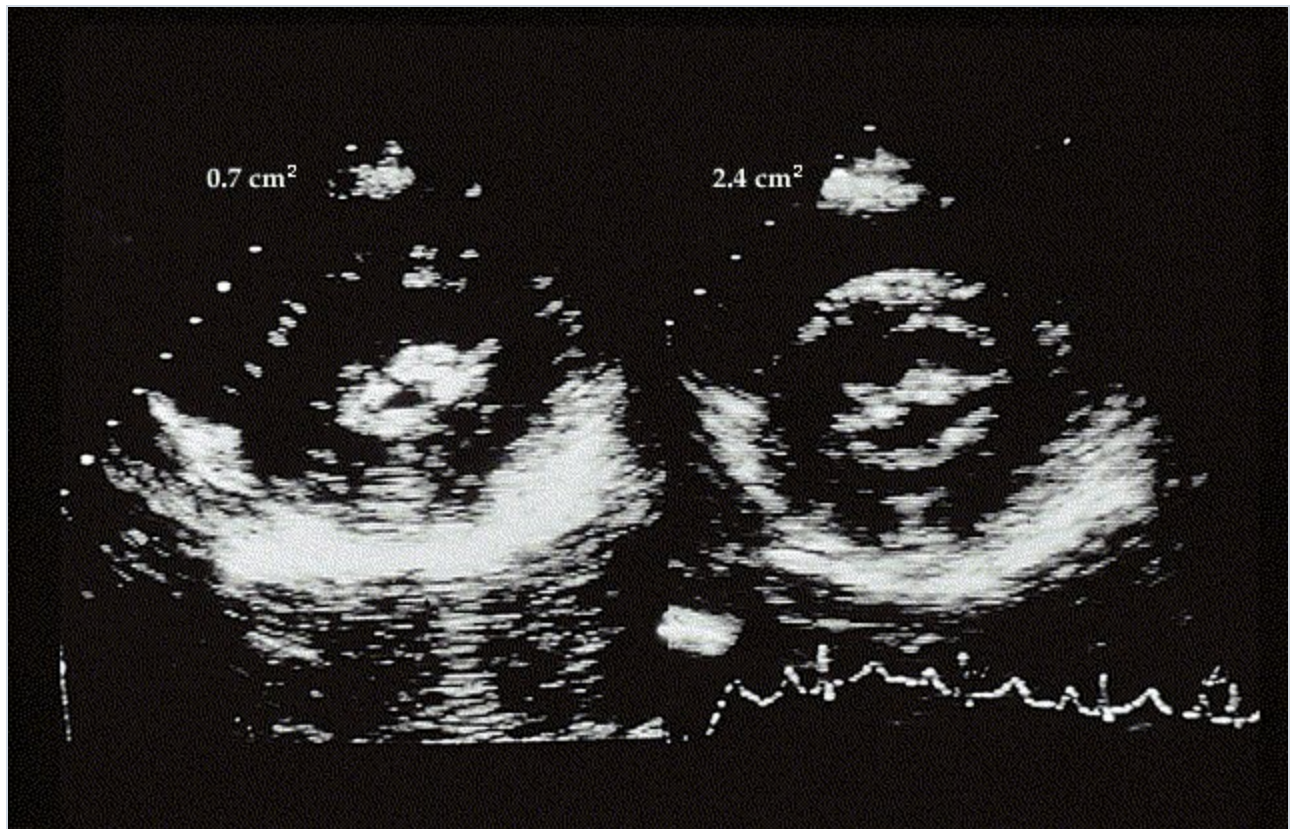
Valvuloplastia mitral Ecocardiograma bidimensional con imagen paraesternal de eje corto de una válvula mitral antes (izquierda) y después (derecha) de una valvuloplastia percutánea con balón. El área valvular se calcula por planimetría y aumenta de 0.7 cm² antes de la valvuloplastia a 2.4 cm² después.
